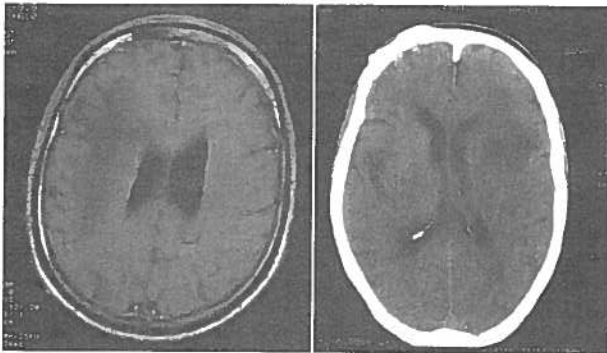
Dois casos de LMP (frontoparietal direito e frontal esquerdo, com efeito de massa discreto (corte axial em RMN T1 e TAC)
